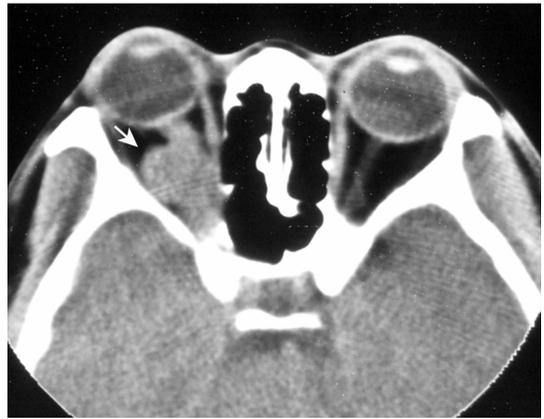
右视神经鞘膜瘤CT,肿瘤呈偏心性块状增大(箭头)。
